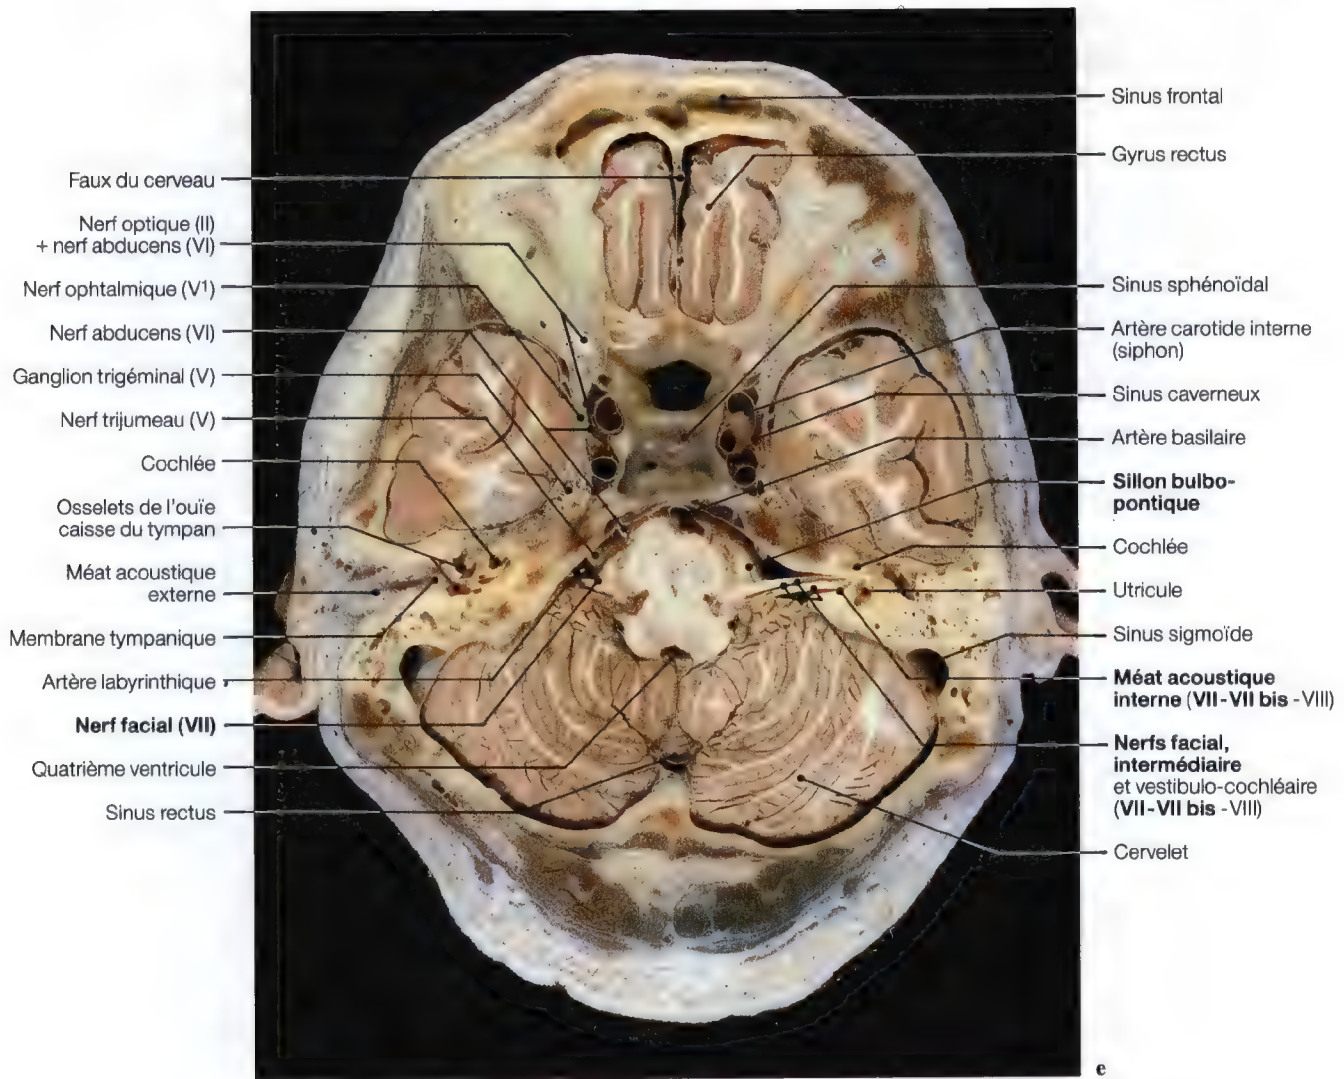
a–f. Imageries par résonance magnétique axiales (a–d, f) des origines encéphaliques des nerfs facial et vestibulo-cochléaire (VII – VIII); coupe anatomique axiale (e) au niveau des nerfs facial et vestibulo-cochléaire. (Coupe anatomique: J.P. Francke, Laboratoire d'Anatomie, Lille, France; IRM: a, d Pr. Y.S. Cordoliani, Dr. J.L. Sarrazin, Hôpital du Val de Grâce, Paris, France; b, c, f: J.W. Casselman, A.Z. St-Jan, Bruges, Belgique)
